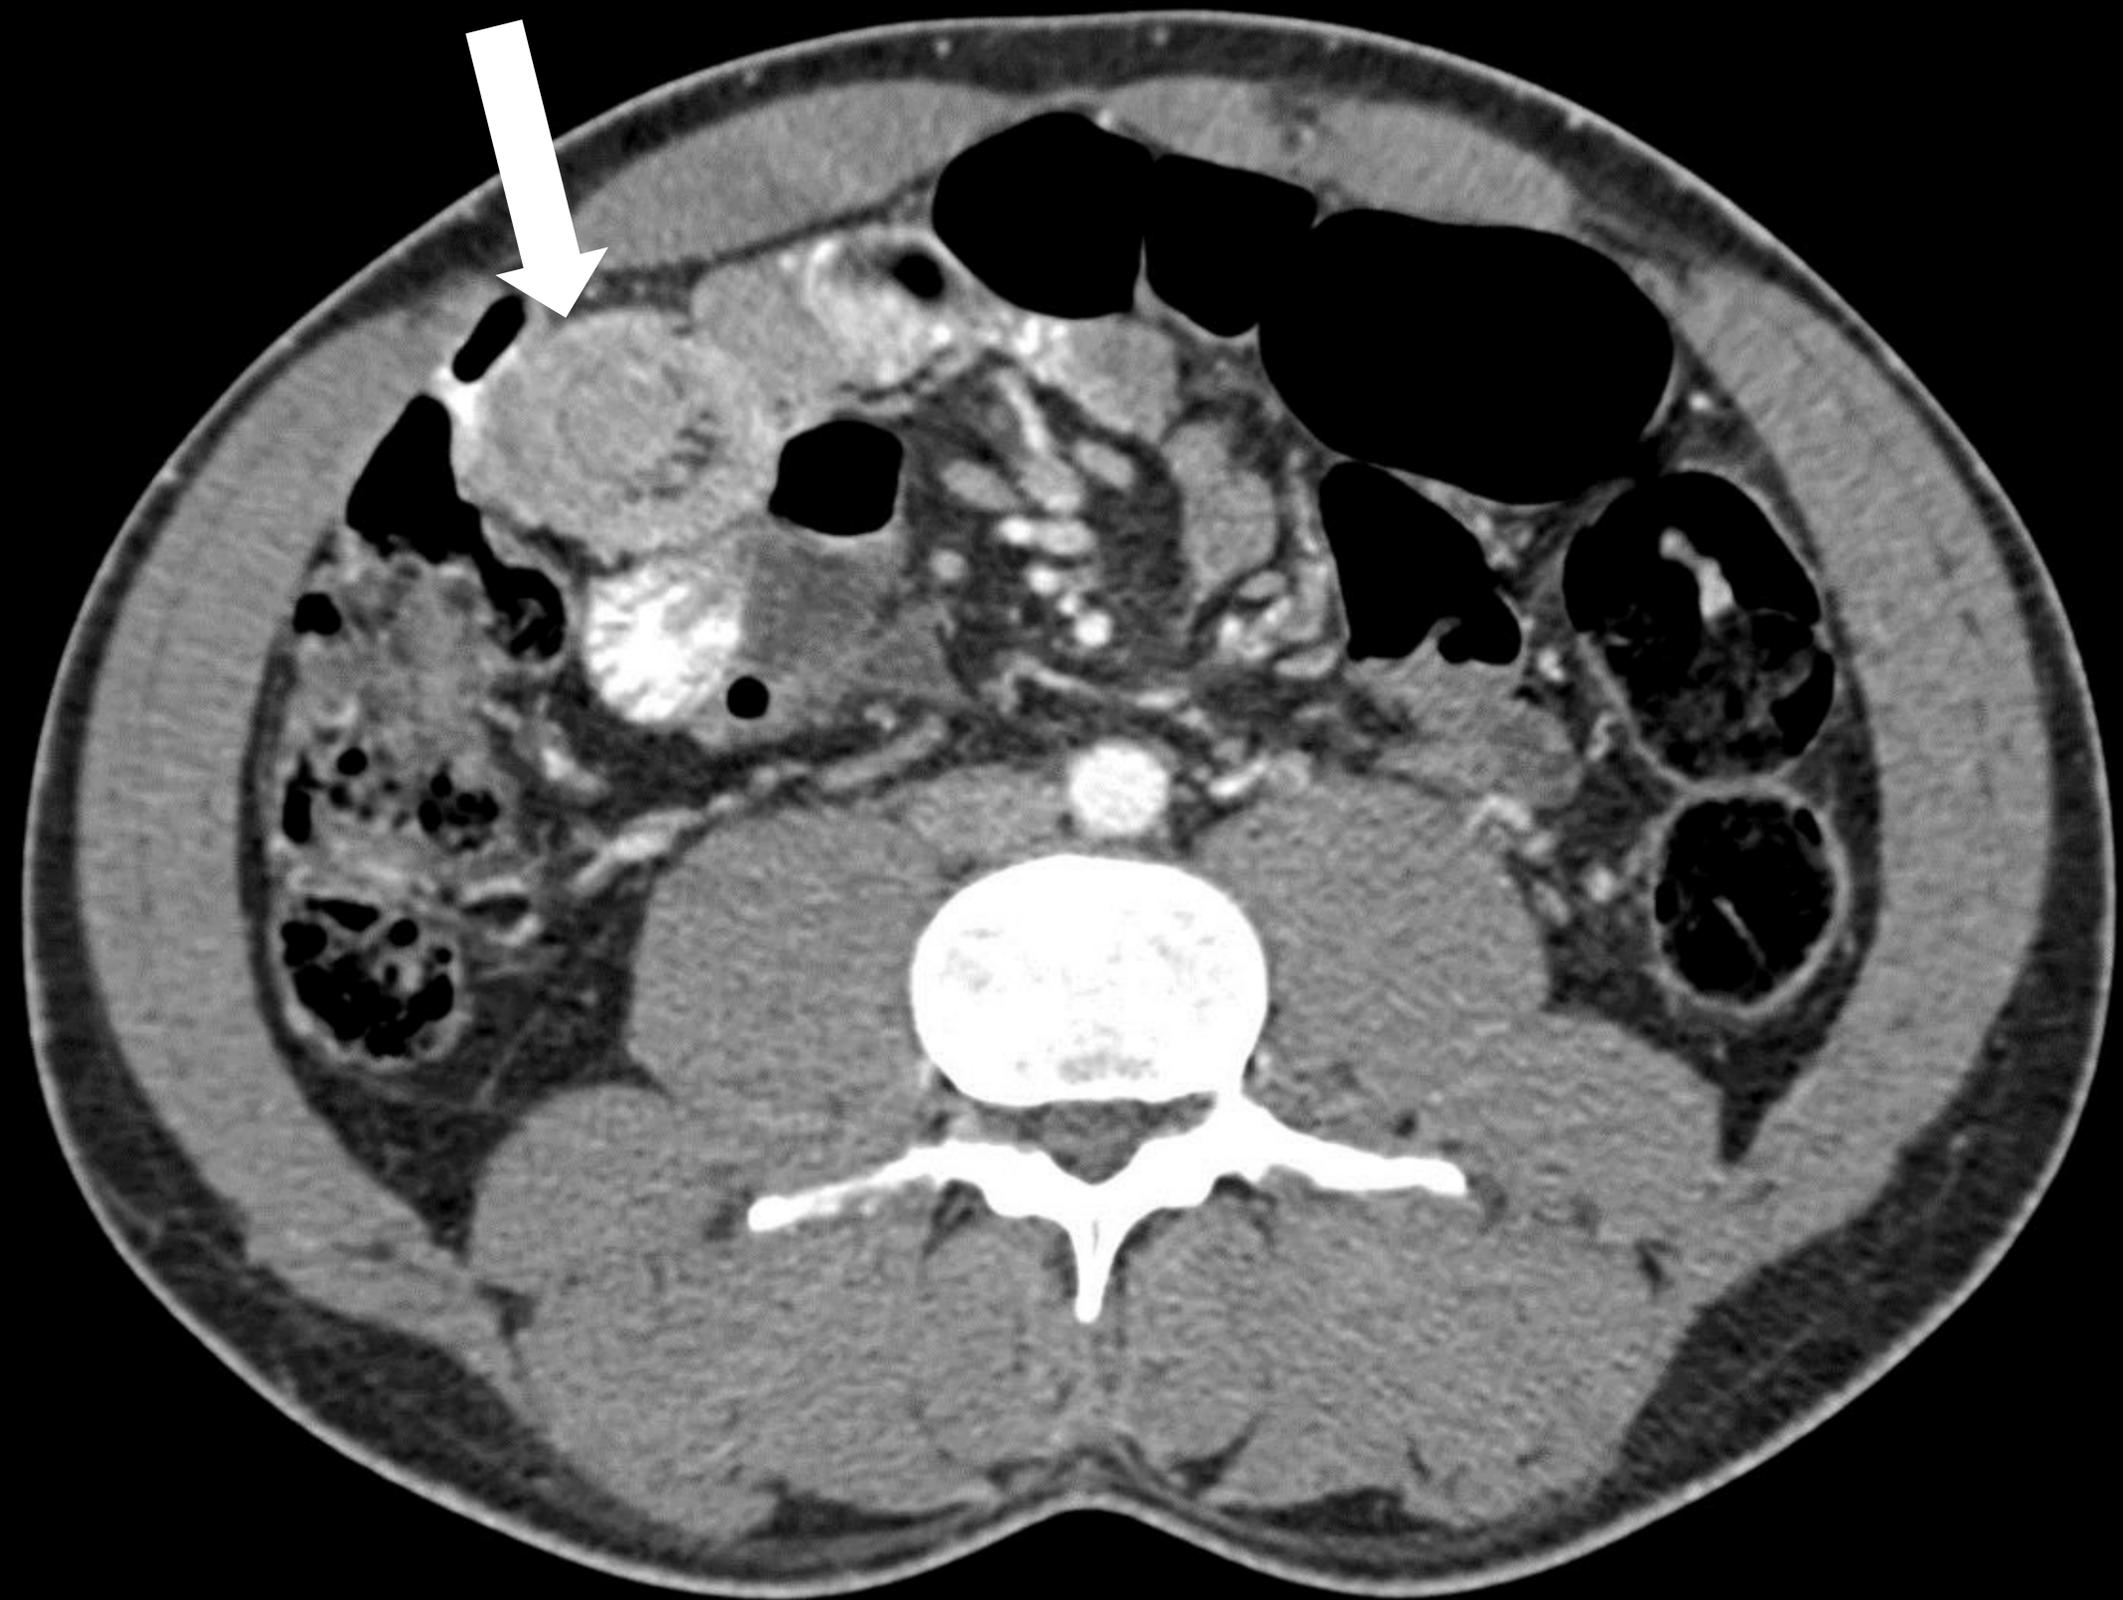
Invaginación de intestino delgado. TC realizado en paciente de 40 años
